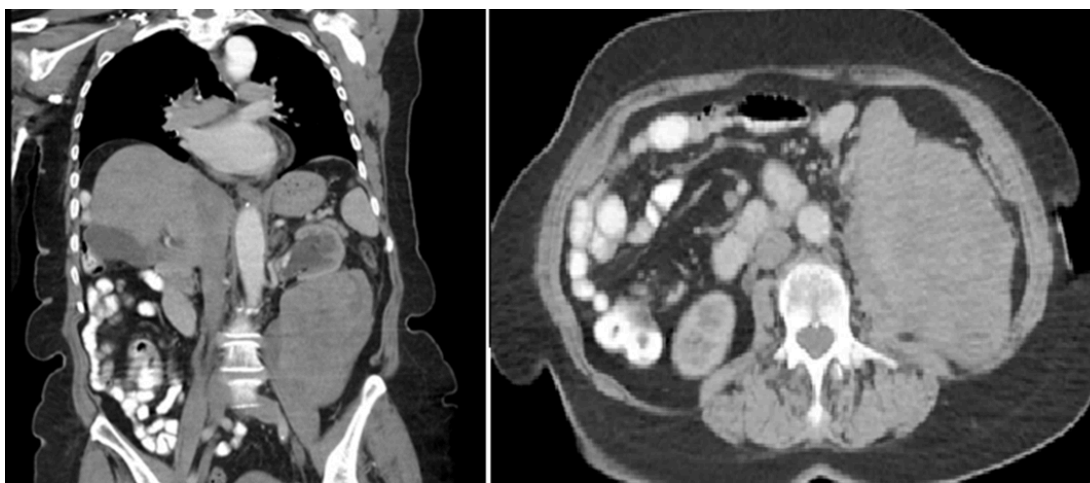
Tomografía computada cortes coronal y axial evidenciando tumor retroperitoneal heterogéneo en contacto con polo renal inferior
